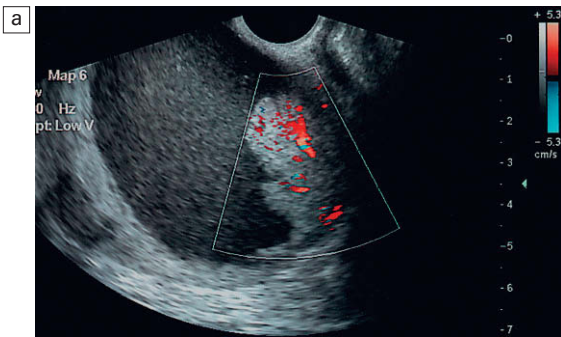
Masa ovárica heterogénea con elementos quísticos y sólidos. El flujo se muestra en color en el componente sólido (a) y en el componente quístico (b), aunque el Doppler espectral, que muestra una baja resistencia, aún presenta un índice de resistencia superior a 0,5.
